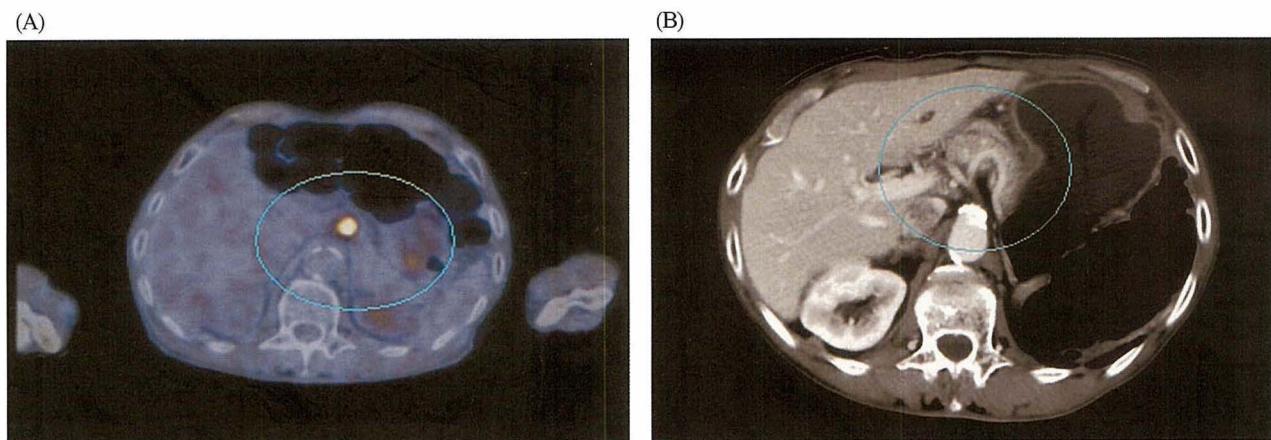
In a 70-year old man with squamous carcinoma of esophagus, enhanced CT image (A) shows no definite abnormality of lymph node around the celiac trunk but PET-CT image (B) shows abnormal FDG uptake in the celiac lymph node, which was confirmed by postoperative pathologic finding.
